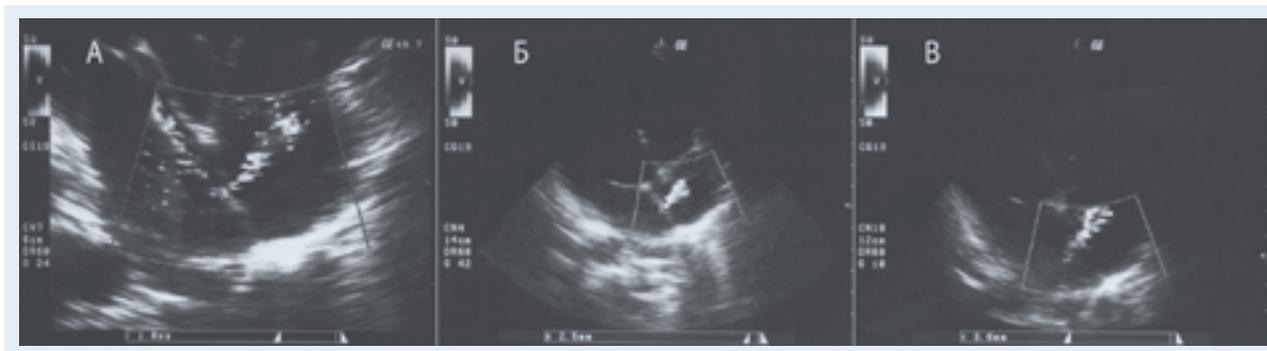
Эхокардиограммы пациента П. в проекции четырех камер.
